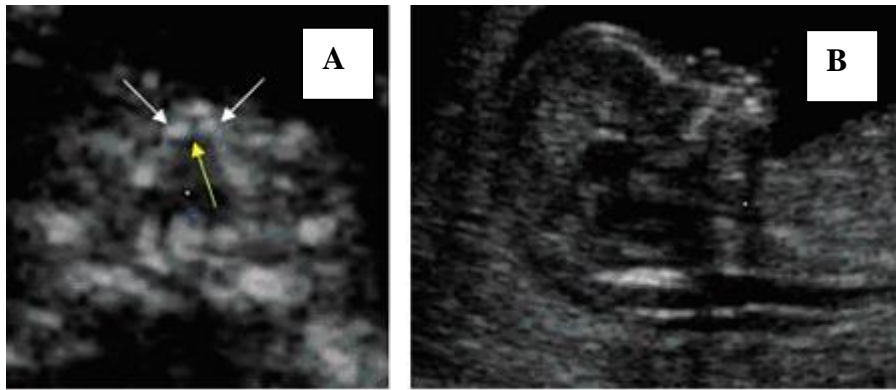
Imagens transversal (A) e médio-sagital (B) da face fetal com o modo multiplanar da ecografia tridimensional. As setas brancas indicam os ossos nasais e a seta amarela o espaço entre eles<sup>67</sup>.
